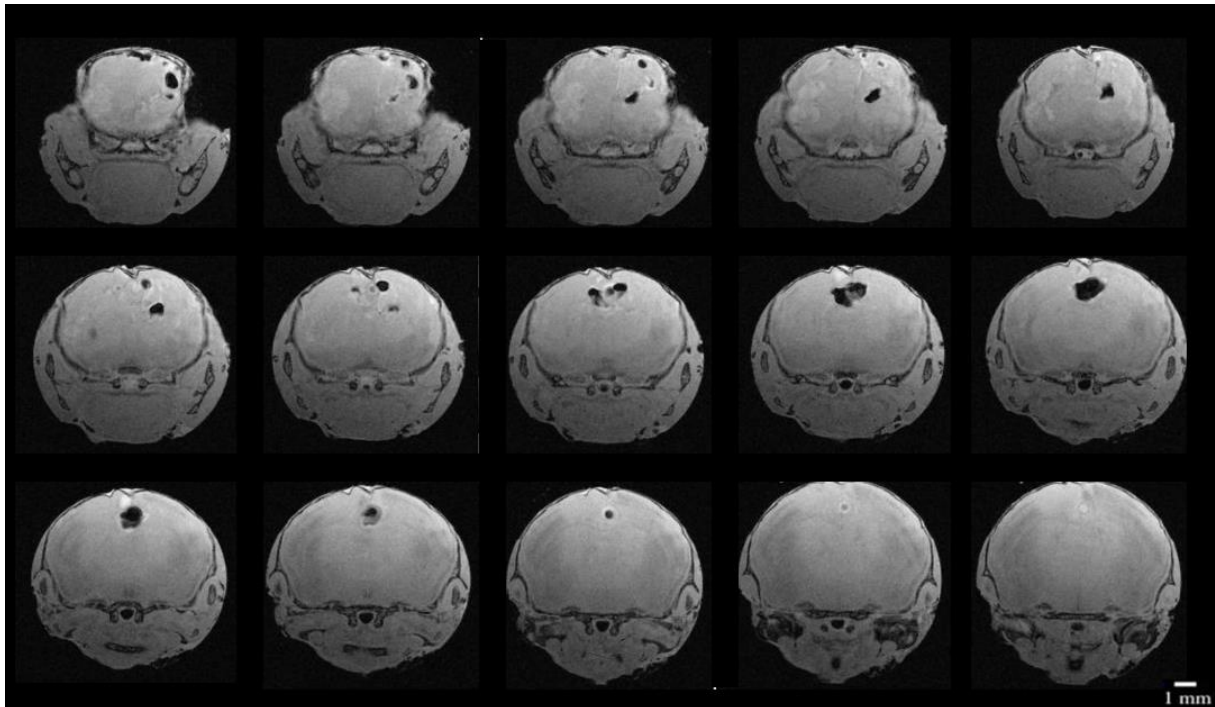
Etendue des anomalies cérébrales affectant les souris IP. Un protocole IRM type « T1 FLASH » a été utilisé.
